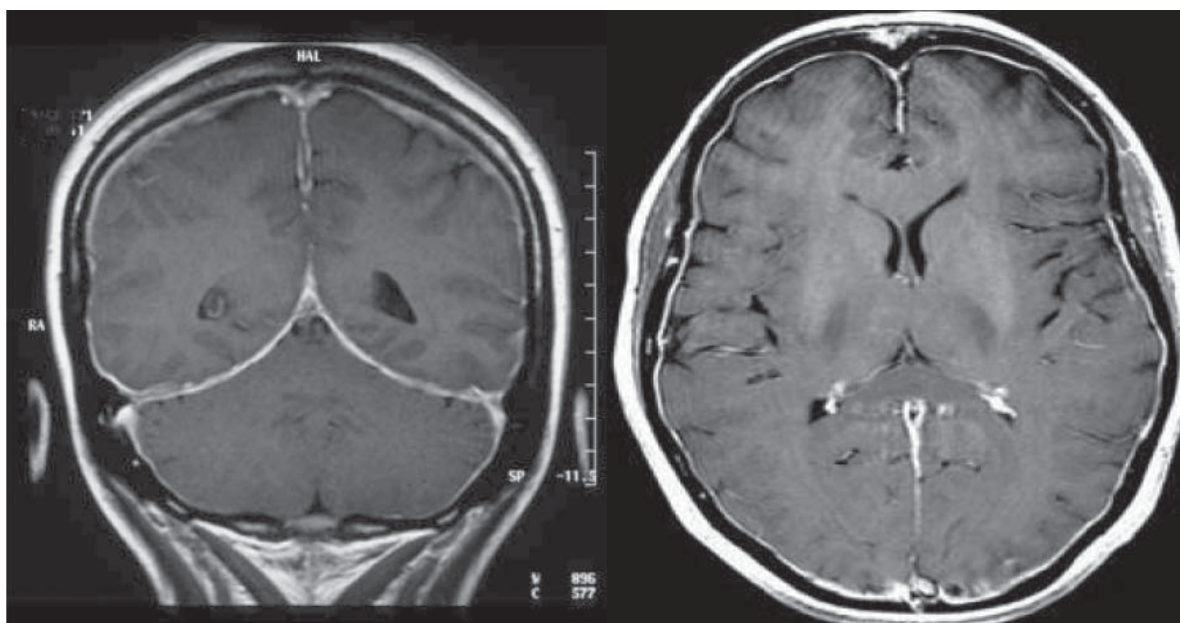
Ilustrarea IRM cu injectare de gadolinium T, a unei hipotensiuni a LCR la o pacientă, prezentând o cefalee cronică de câteva săptămâni, după o puncție lombară (efectuată cu un ac de tip Quincke 22 G). Secvențe – frontală și vertico-frontală: 1.2. Îngroșarea meningiană intracraniană este foarte vizibilă, având aspectul unei pahimeningite. Sinusul sagital bine vizualizat, deducând o hipertensiune venoasă. Ventriculii laterali de talie mică
